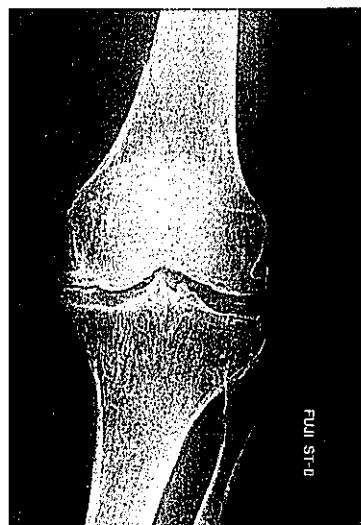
症例2. 左膝X線前後像で、変形性変化と大腿骨頭部骨折を認める。
